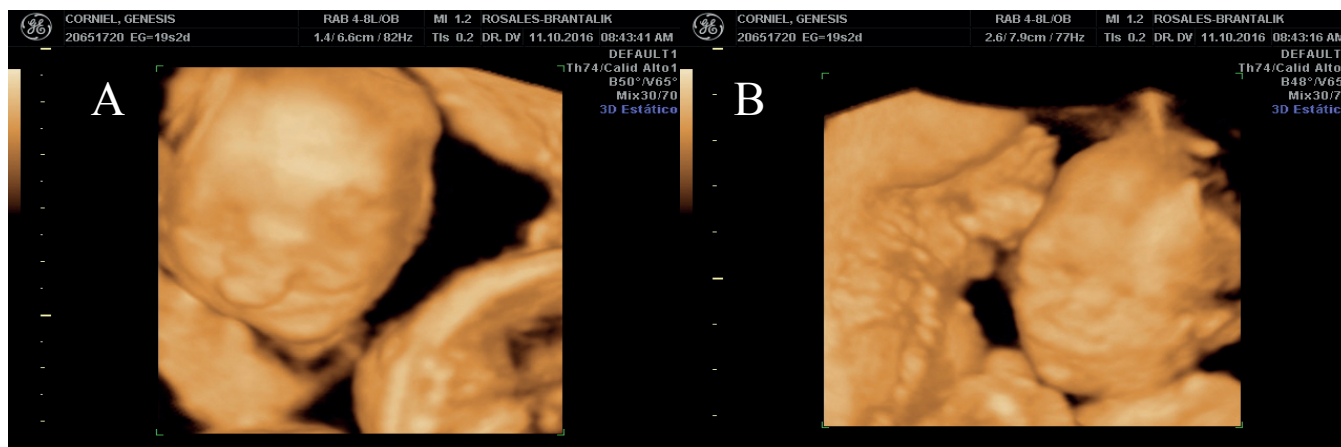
ultrasonido 3D de caras fetales. A) Con queilopalatoquisis y B) labio normal
